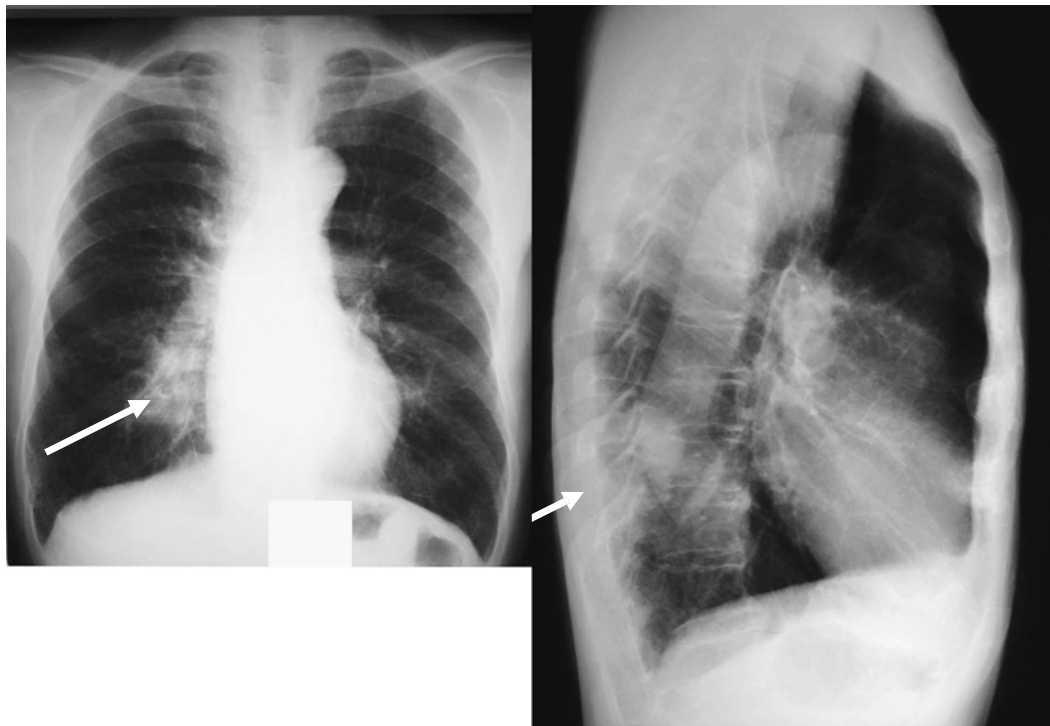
Chest X-ray showing a 40×20-mm tumor-like lesion in the right lower lobe.
